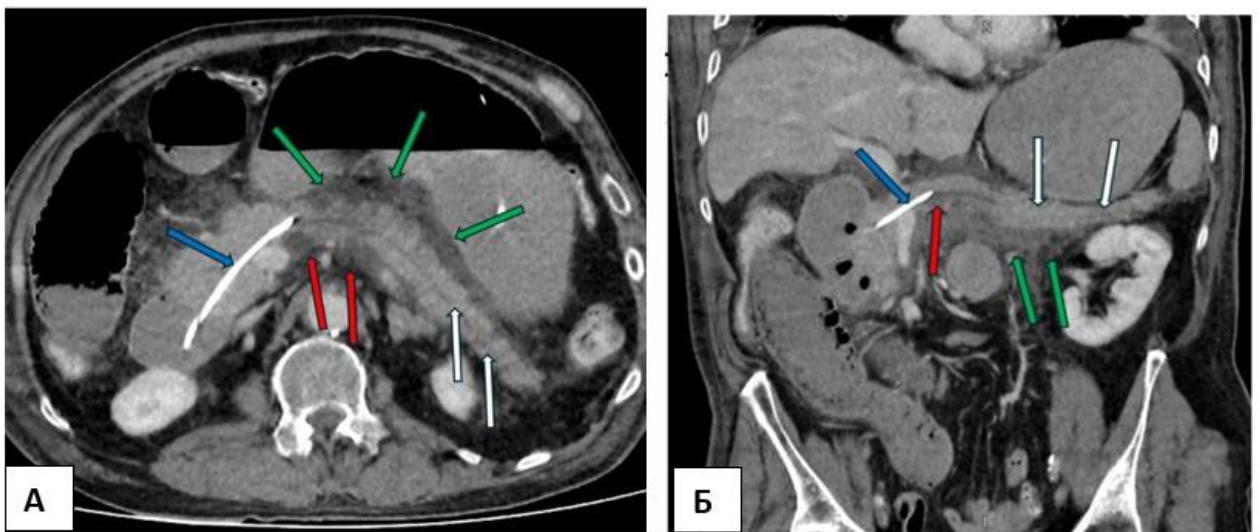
КТ с в/в болюсным контрастированием, аксиальная(А), фронтальная(Б) проекции, венозная фаза – 7 день ОП. 1 тип конфигурации некроза: глубокий некроз в шейке ПЖ (красные стрелки), жизнеспособная паренхима (белые стрелки), стент (синяя стрелка), парапанкреатит (зеленые стрелки)
